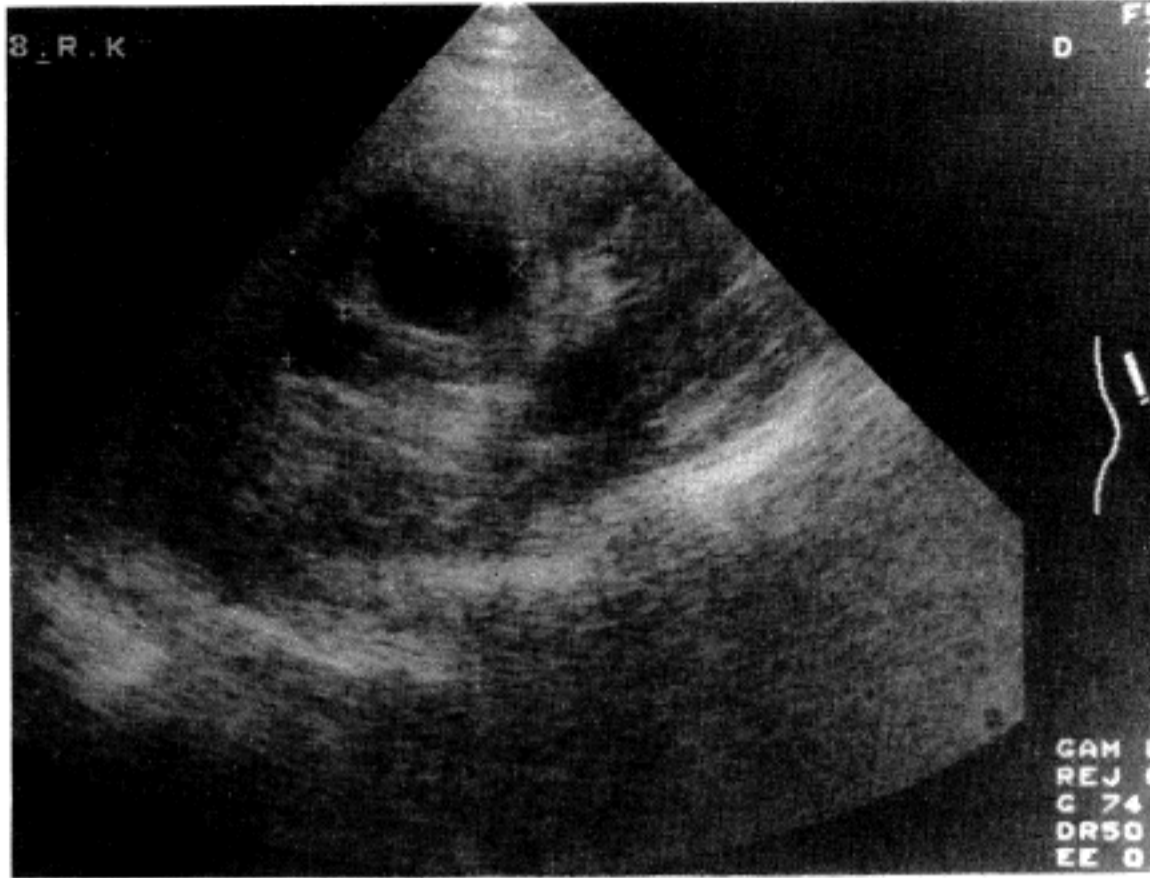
Abdominal ultrasonogram shows two cysts upto 23 mm of diameter in the right kidney.
